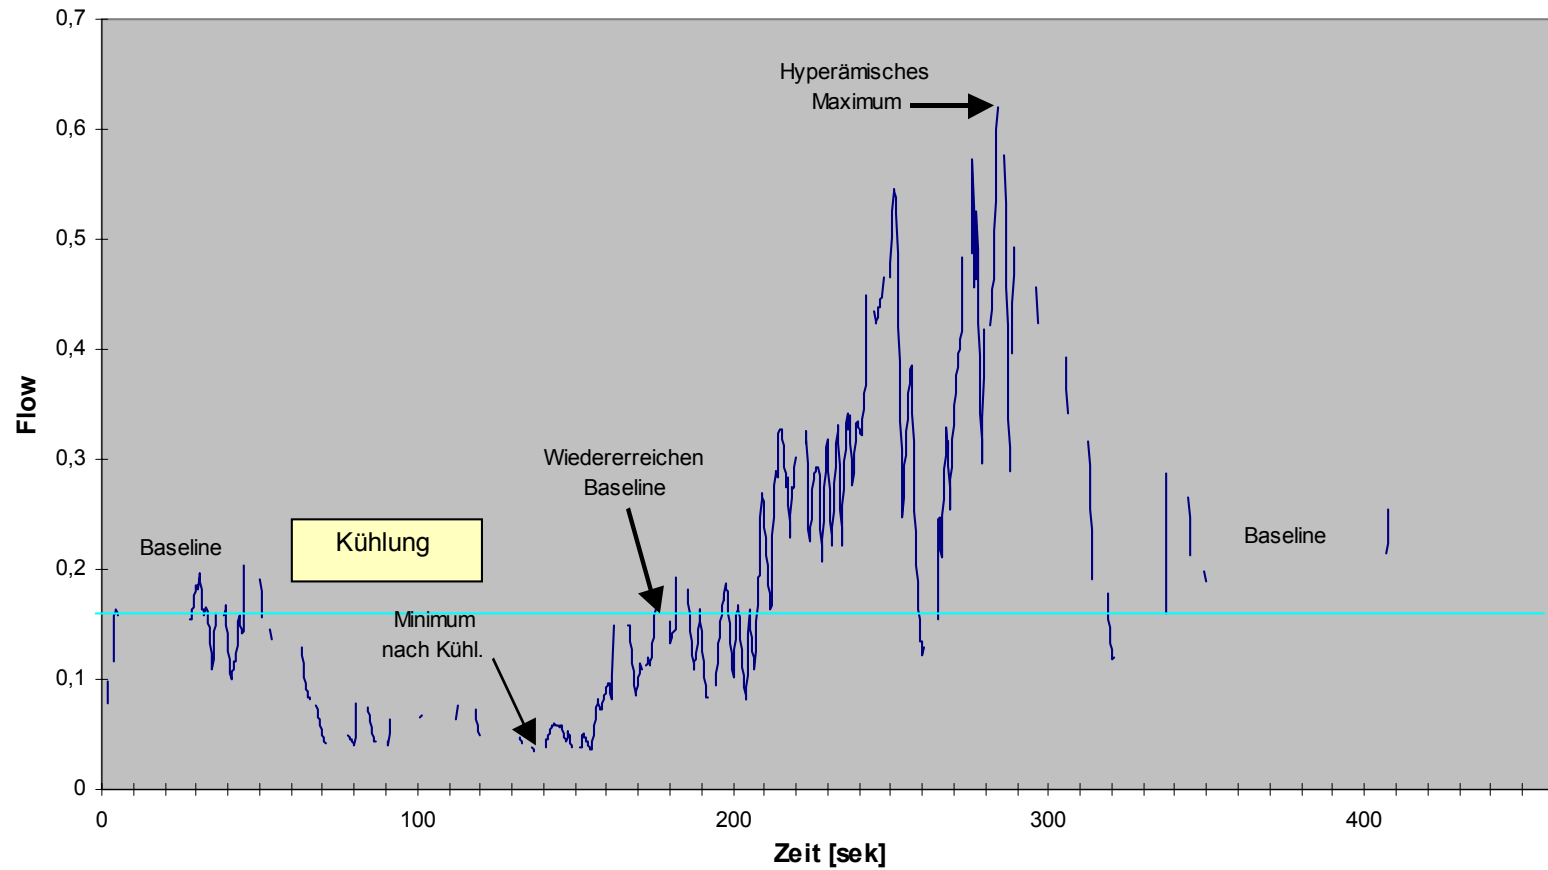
Darstellung einer kapillarmikroskopischer Messung in der computergestützten Auswertung. Der Kurvenverlauf ähnelt im Grundmuster dem der Laser-Doppler-Flowmessung (vgl. Kapitel 2.2 und 3.3). Die fehlenden Datenpunkte entsprechen Flußphasen, die vom Computerprogramm als zu artefaktreich identifiziert und automatisch eliminiert wurden.
